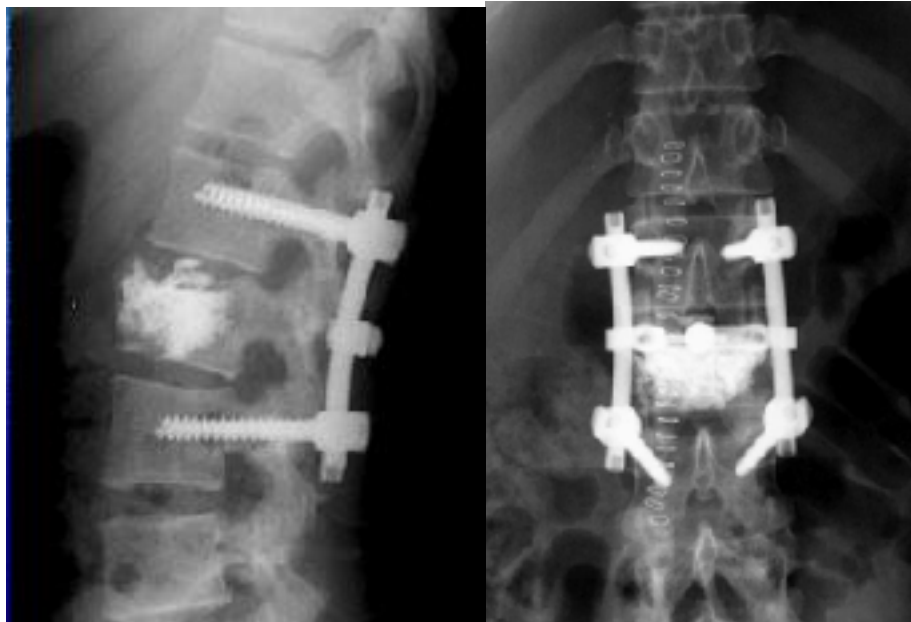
Radiographies de face et de profil d'une fracture comminutive de L2 ayant bénéficié d'une ostéosynthèse par voie postérieure (montage court) associée à une kyphoplastie [8].
